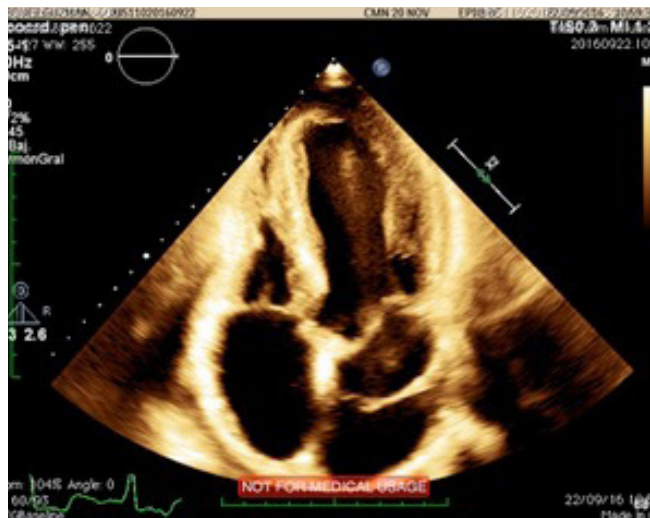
Ecocardiograma transesofágico mostrando membrana en aurícula izquierda.
